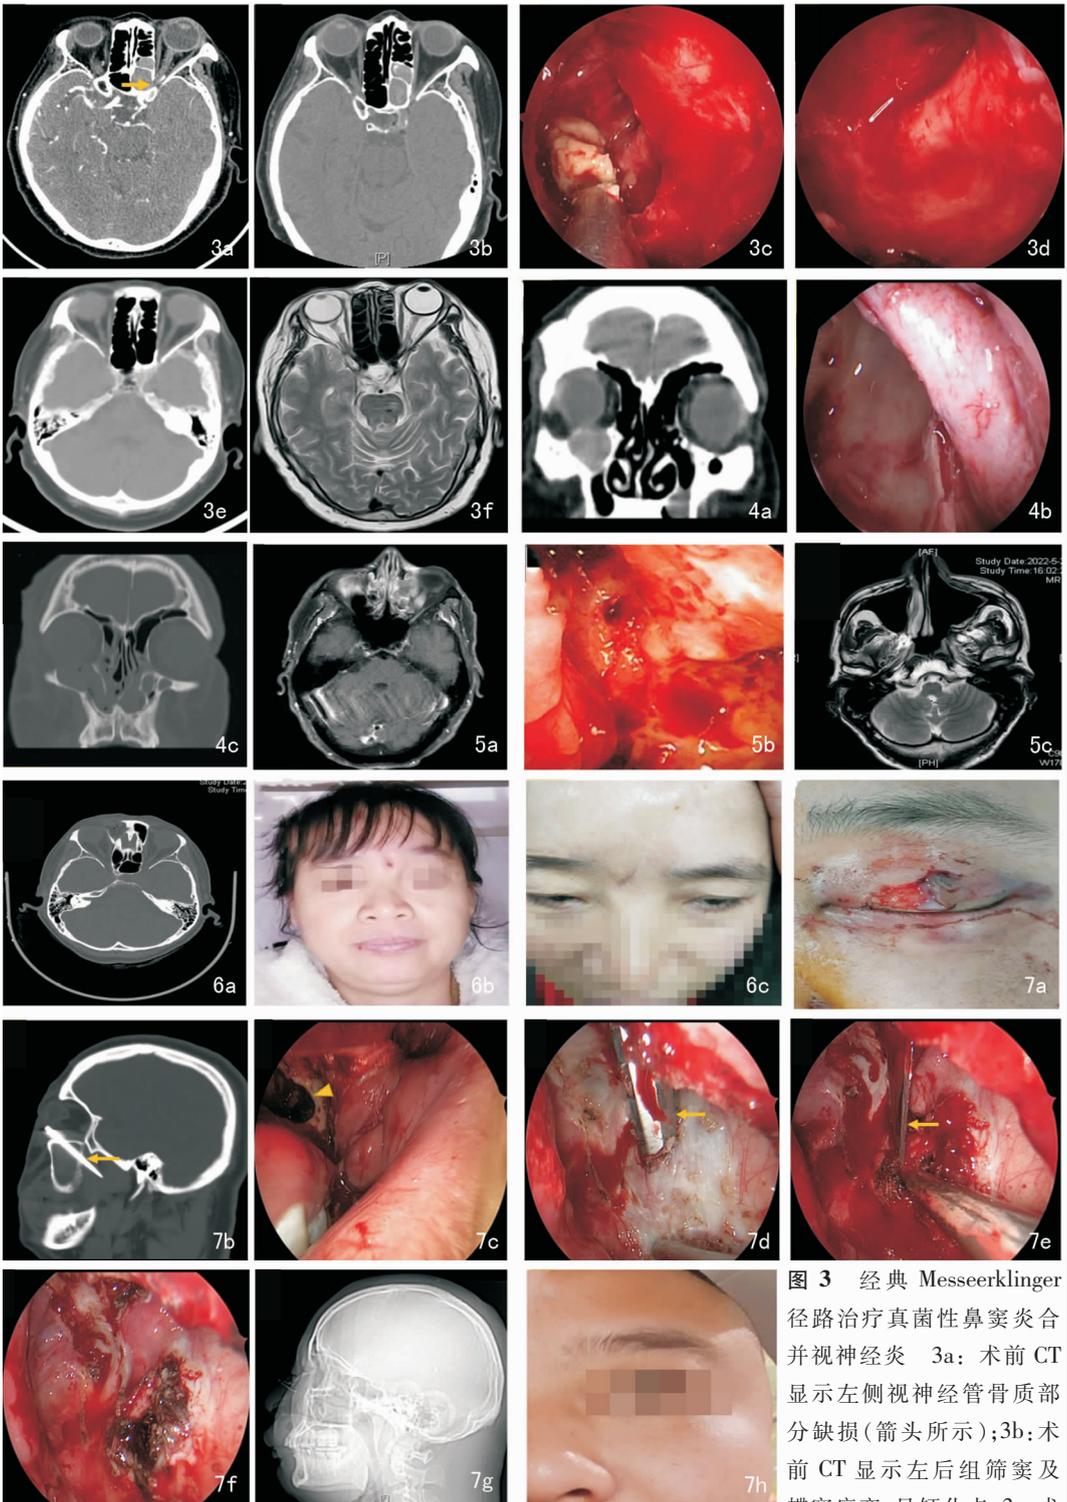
经典 Messeerklinger 径路治疗真菌性鼻窦炎合并视神经炎 3a: 术前 CT 显示左侧视神经管骨质部分缺损(箭头所示);3b: 术前 CT 显示左后组筛窦及蝶窦病变,见钙化点;3c: 术
